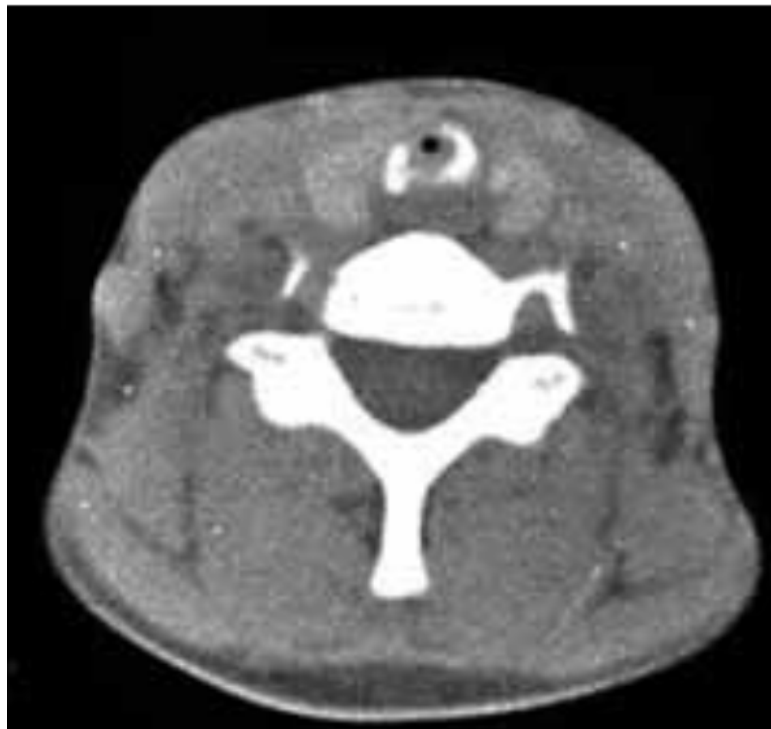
TDM montrant une sténose laryngo trachéale et une désorganisation des cartilages laryngés qui sont calcifiés chez une patiente âgée de 23ans atteinte de Polychondrite Atrophiante (104)
